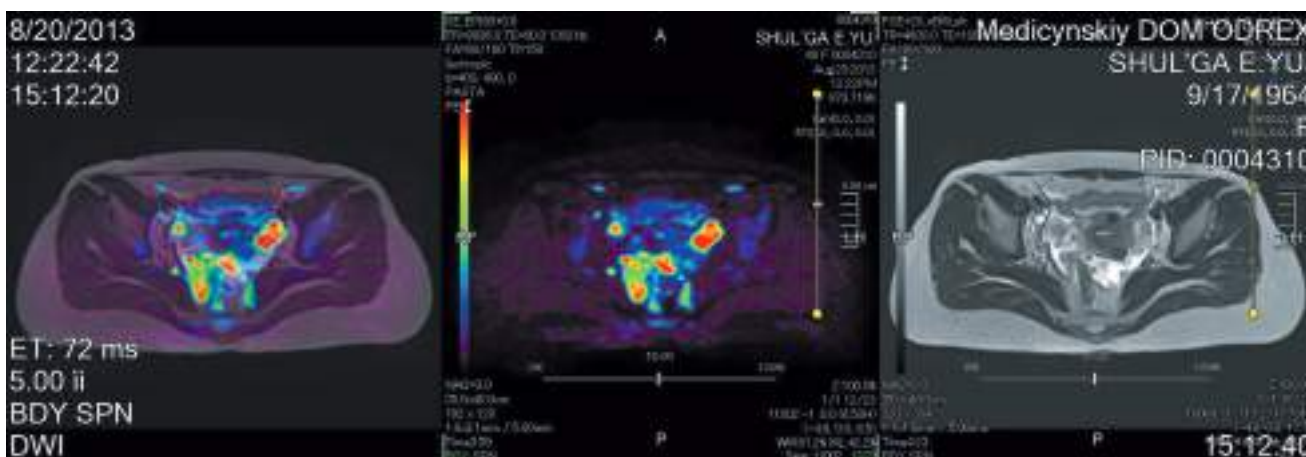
Карциноматоз брюшины — отчетливо видно множественное метастазирование брюшины при использовании ДВИ и псевдо-ПЭТ.
